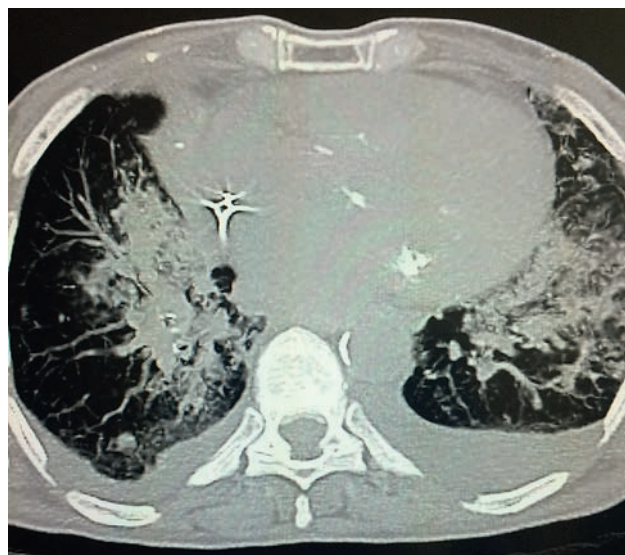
Хвора Г., 78 років: СКТ ОГК у горизонтальній площині. Ураження легень при МПА
